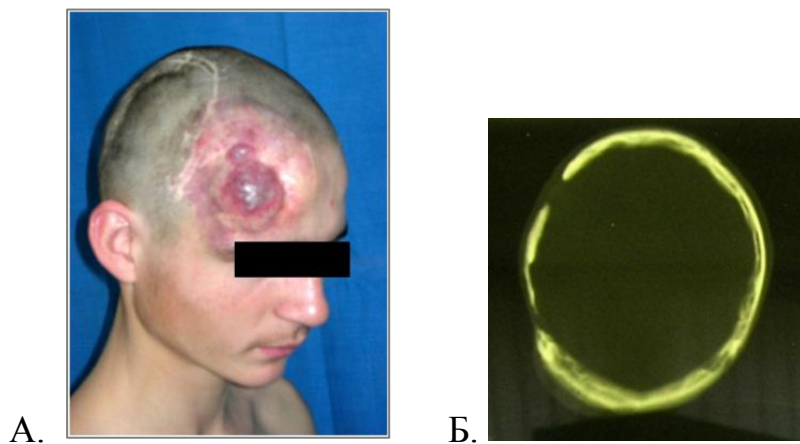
Ангиодисплазия правой лобно-височно-теменной области. КТ-исследование головного мозга: костный дефект теменно-височной области справа, закрытый палакосом.
